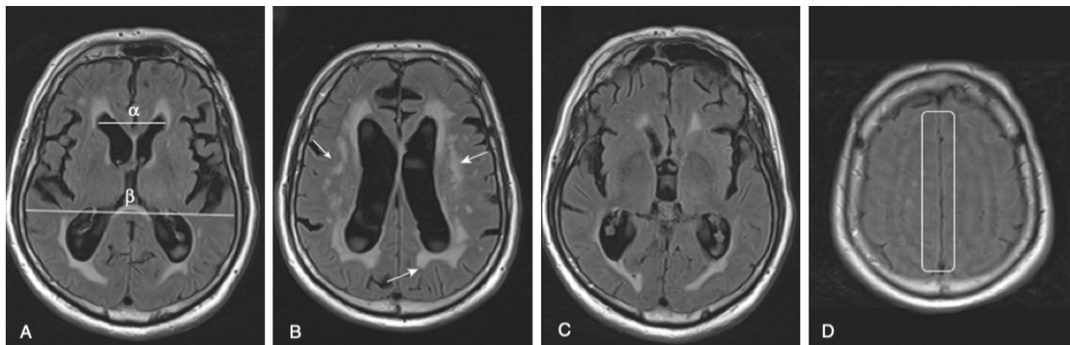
Imagen de resonancia magnética T2 FLAIR, cortes axiales de un paciente varón de 78 años con iNPH. (A) El paciente tiene ventriculomegalia demostrada por el índice de Evans, que es la relación del diámetro del asta frontal “a” al nivel del forámen de Monro entre el diámetro más ancho del cerebro en el mismo corte “B”. Un índice de Evans por encima de 0.3 se considera anormal. (B) El paciente tiene hiperintensidad periventricular y de la sustancia blanca, flecha inferior y superior respectivamente. (C) Se observan las fisuras Silvianas desproporcionadamente agrandadas sin atrofia generalizada y falta de surcos en el vértice (D) compatibles con un patrón de hidrocefalia con el espacio subaracnoideo desproporcionadamente agrandado (DESH).
